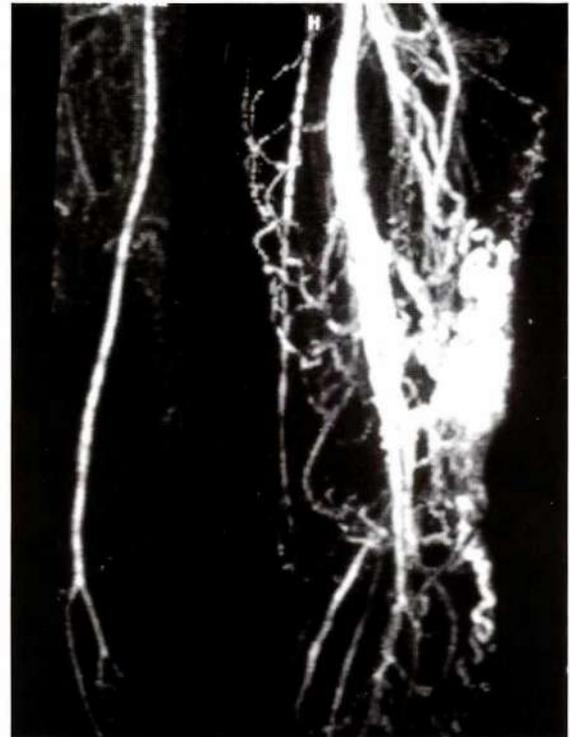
Angiorresonancia 3D con gadolinio: se observan múltiples vasos tortuosos con configuración de ovillo originados en las arterias femorales superficial y profunda, con llenado precoz de la vena femoral y de la safena interna por múltiples eferencias venosas. Hay aumento del diámetro de las arterias femorales comparadas con las contralaterales.
